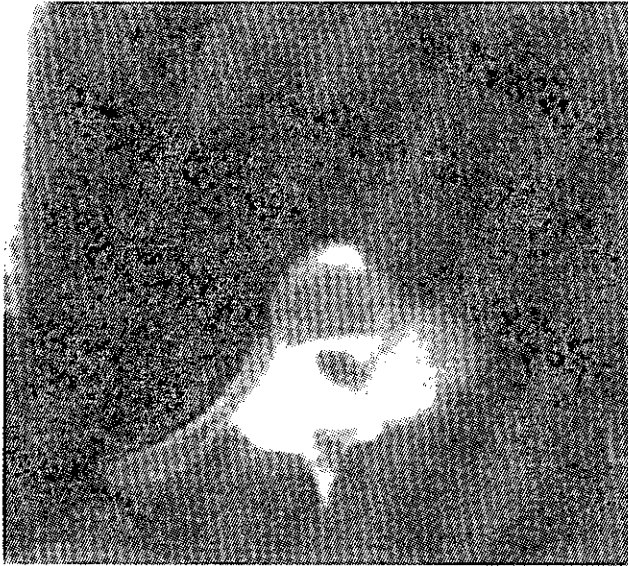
脊髄造影後CT像。椎骨の一部欠損と左胸腔内に突出する腫瘍像を認める。脊髄腔と共に腫瘍内も均一に造影されている。
